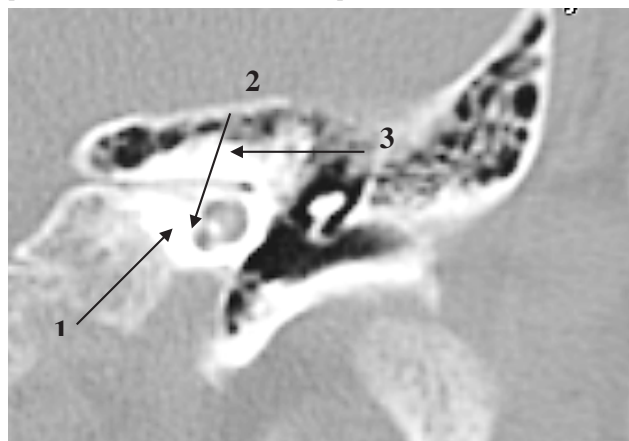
КТ-грама правої скроневої кістки (аксіальна проекція)
